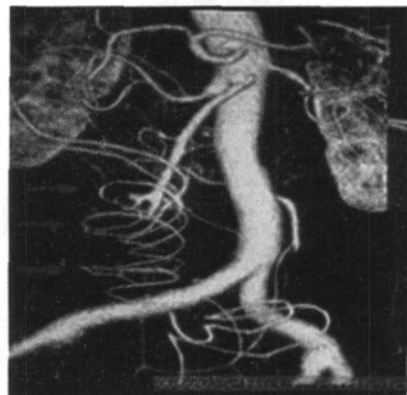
IO 漩涡征 MSCT CTA VR 三维重建
